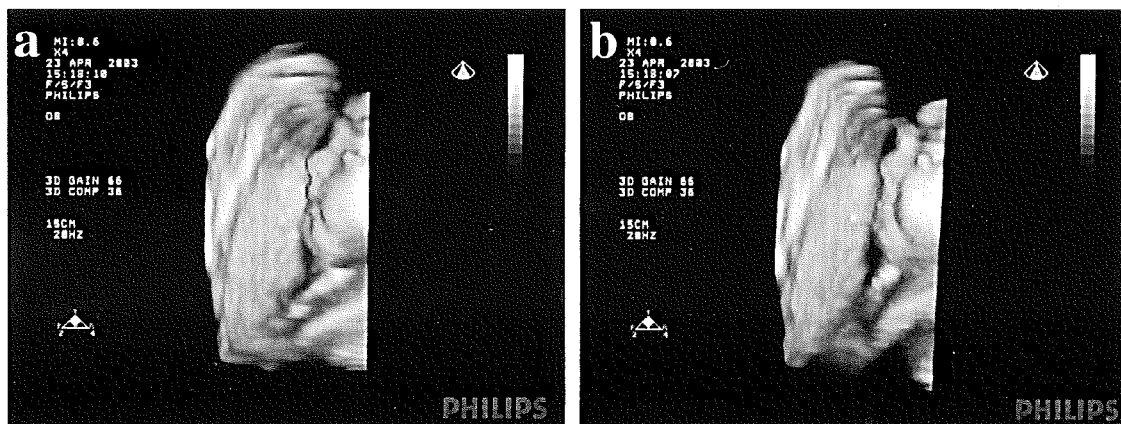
4次元超音波による胎児の笑い顔（smiling）（a→b）
